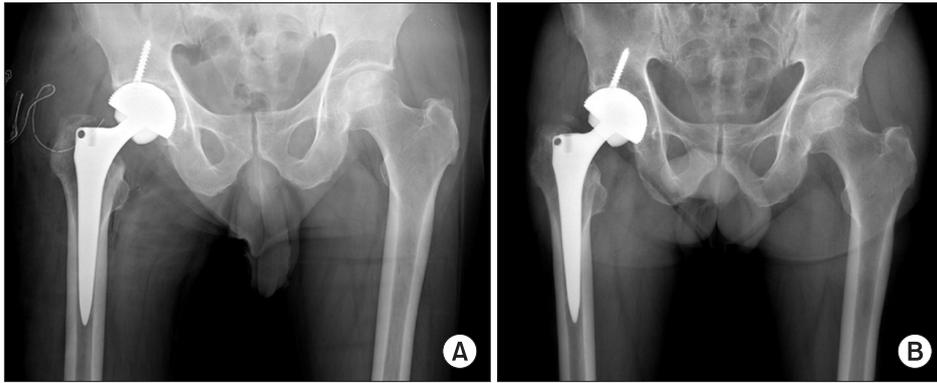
(A) An immediate postoperative radiograph of a 66-year-old male patient with avascular necrosis of right femoral head shows good position and alignment of the cup and stem. (B) A radiograph taken at postoperative 2 years and 6 months shows stable fixation of cup and stem without osteolysis.
